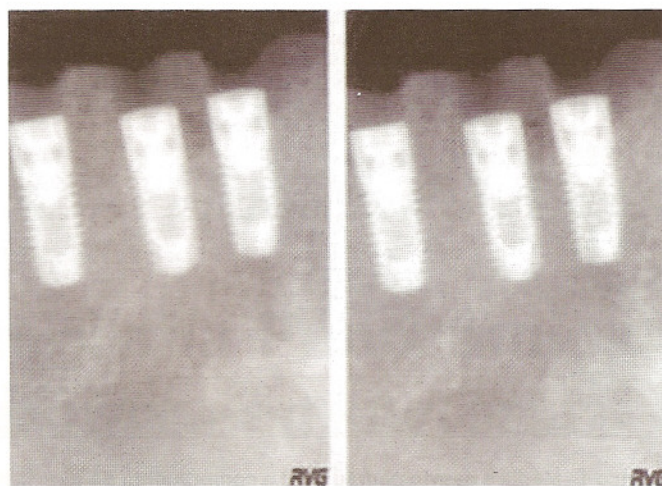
Radiografias com (esq.) e sem (dir.) simulador para região de canino.
